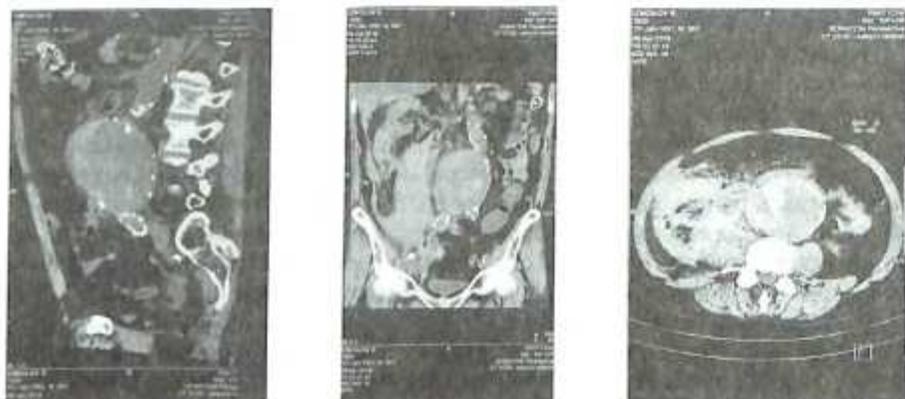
МСКТ-признаки аневризмы брюшной аорты.
